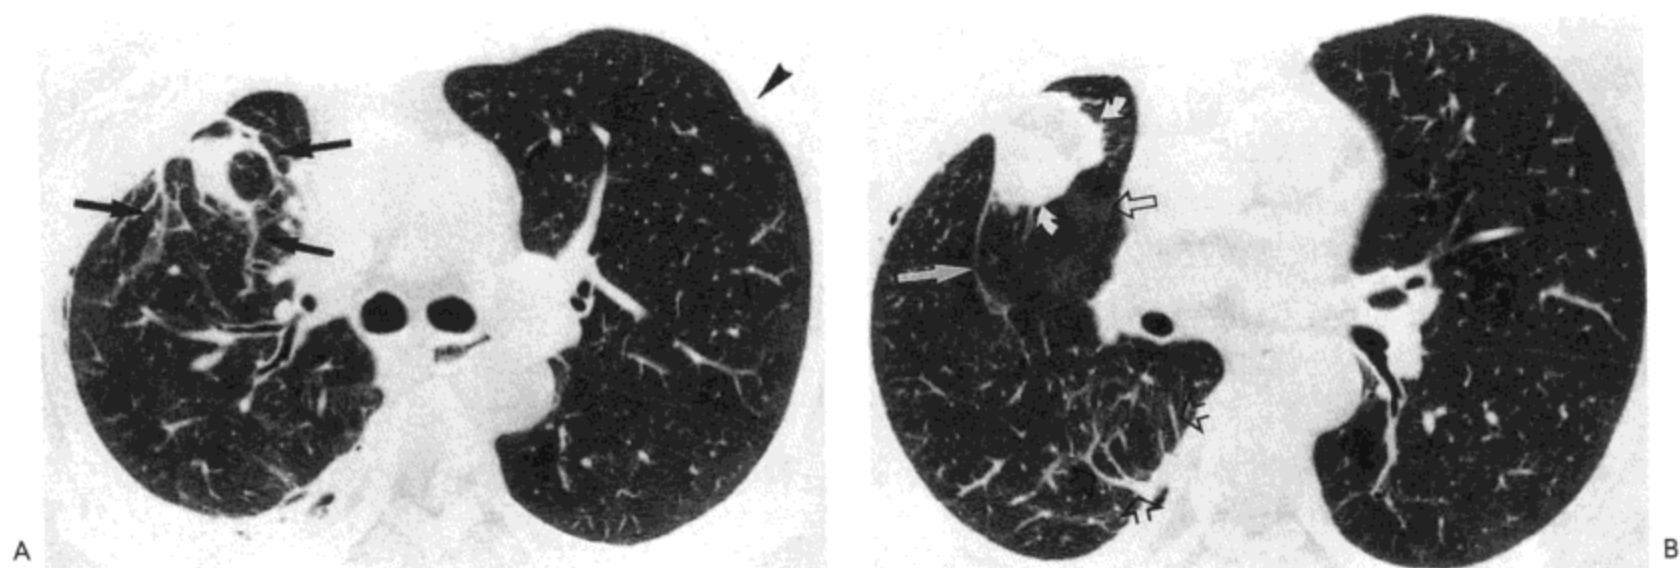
圆形肺不张。A：主支气管水平高分辨率CT影像（1.0mm层厚）示右肺上叶内一局限胸膜增厚区重叠于结节样阴影外侧。可见扫帚状朝向阴影的血管影（慧尾征）（箭号）。右肺上叶缩小明显。左胸内可见一胸膜斑（箭头）。B：中间支气管水平高分辨率CT影像示肺不张的下缘（弯箭号）位于右侧叶间裂（直箭号）与水平裂（空箭号）之间。可见右下叶内肺实质带（底部空箭号）汇集于胸膜斑。病人女，63岁。
